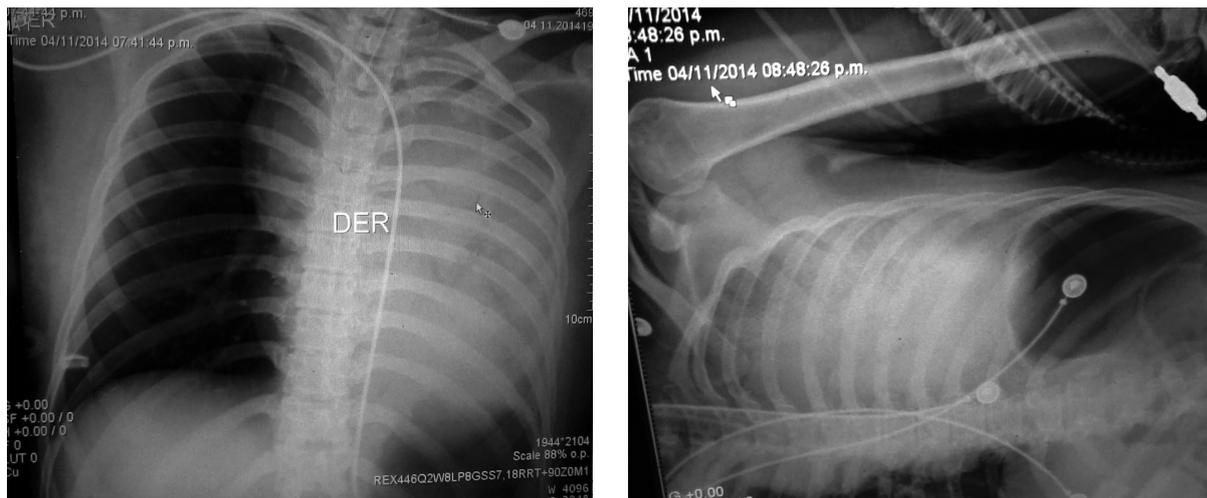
Radiografía de Tórax post- Intubación endotraqueal y presencia de atelectasia izquierda.
